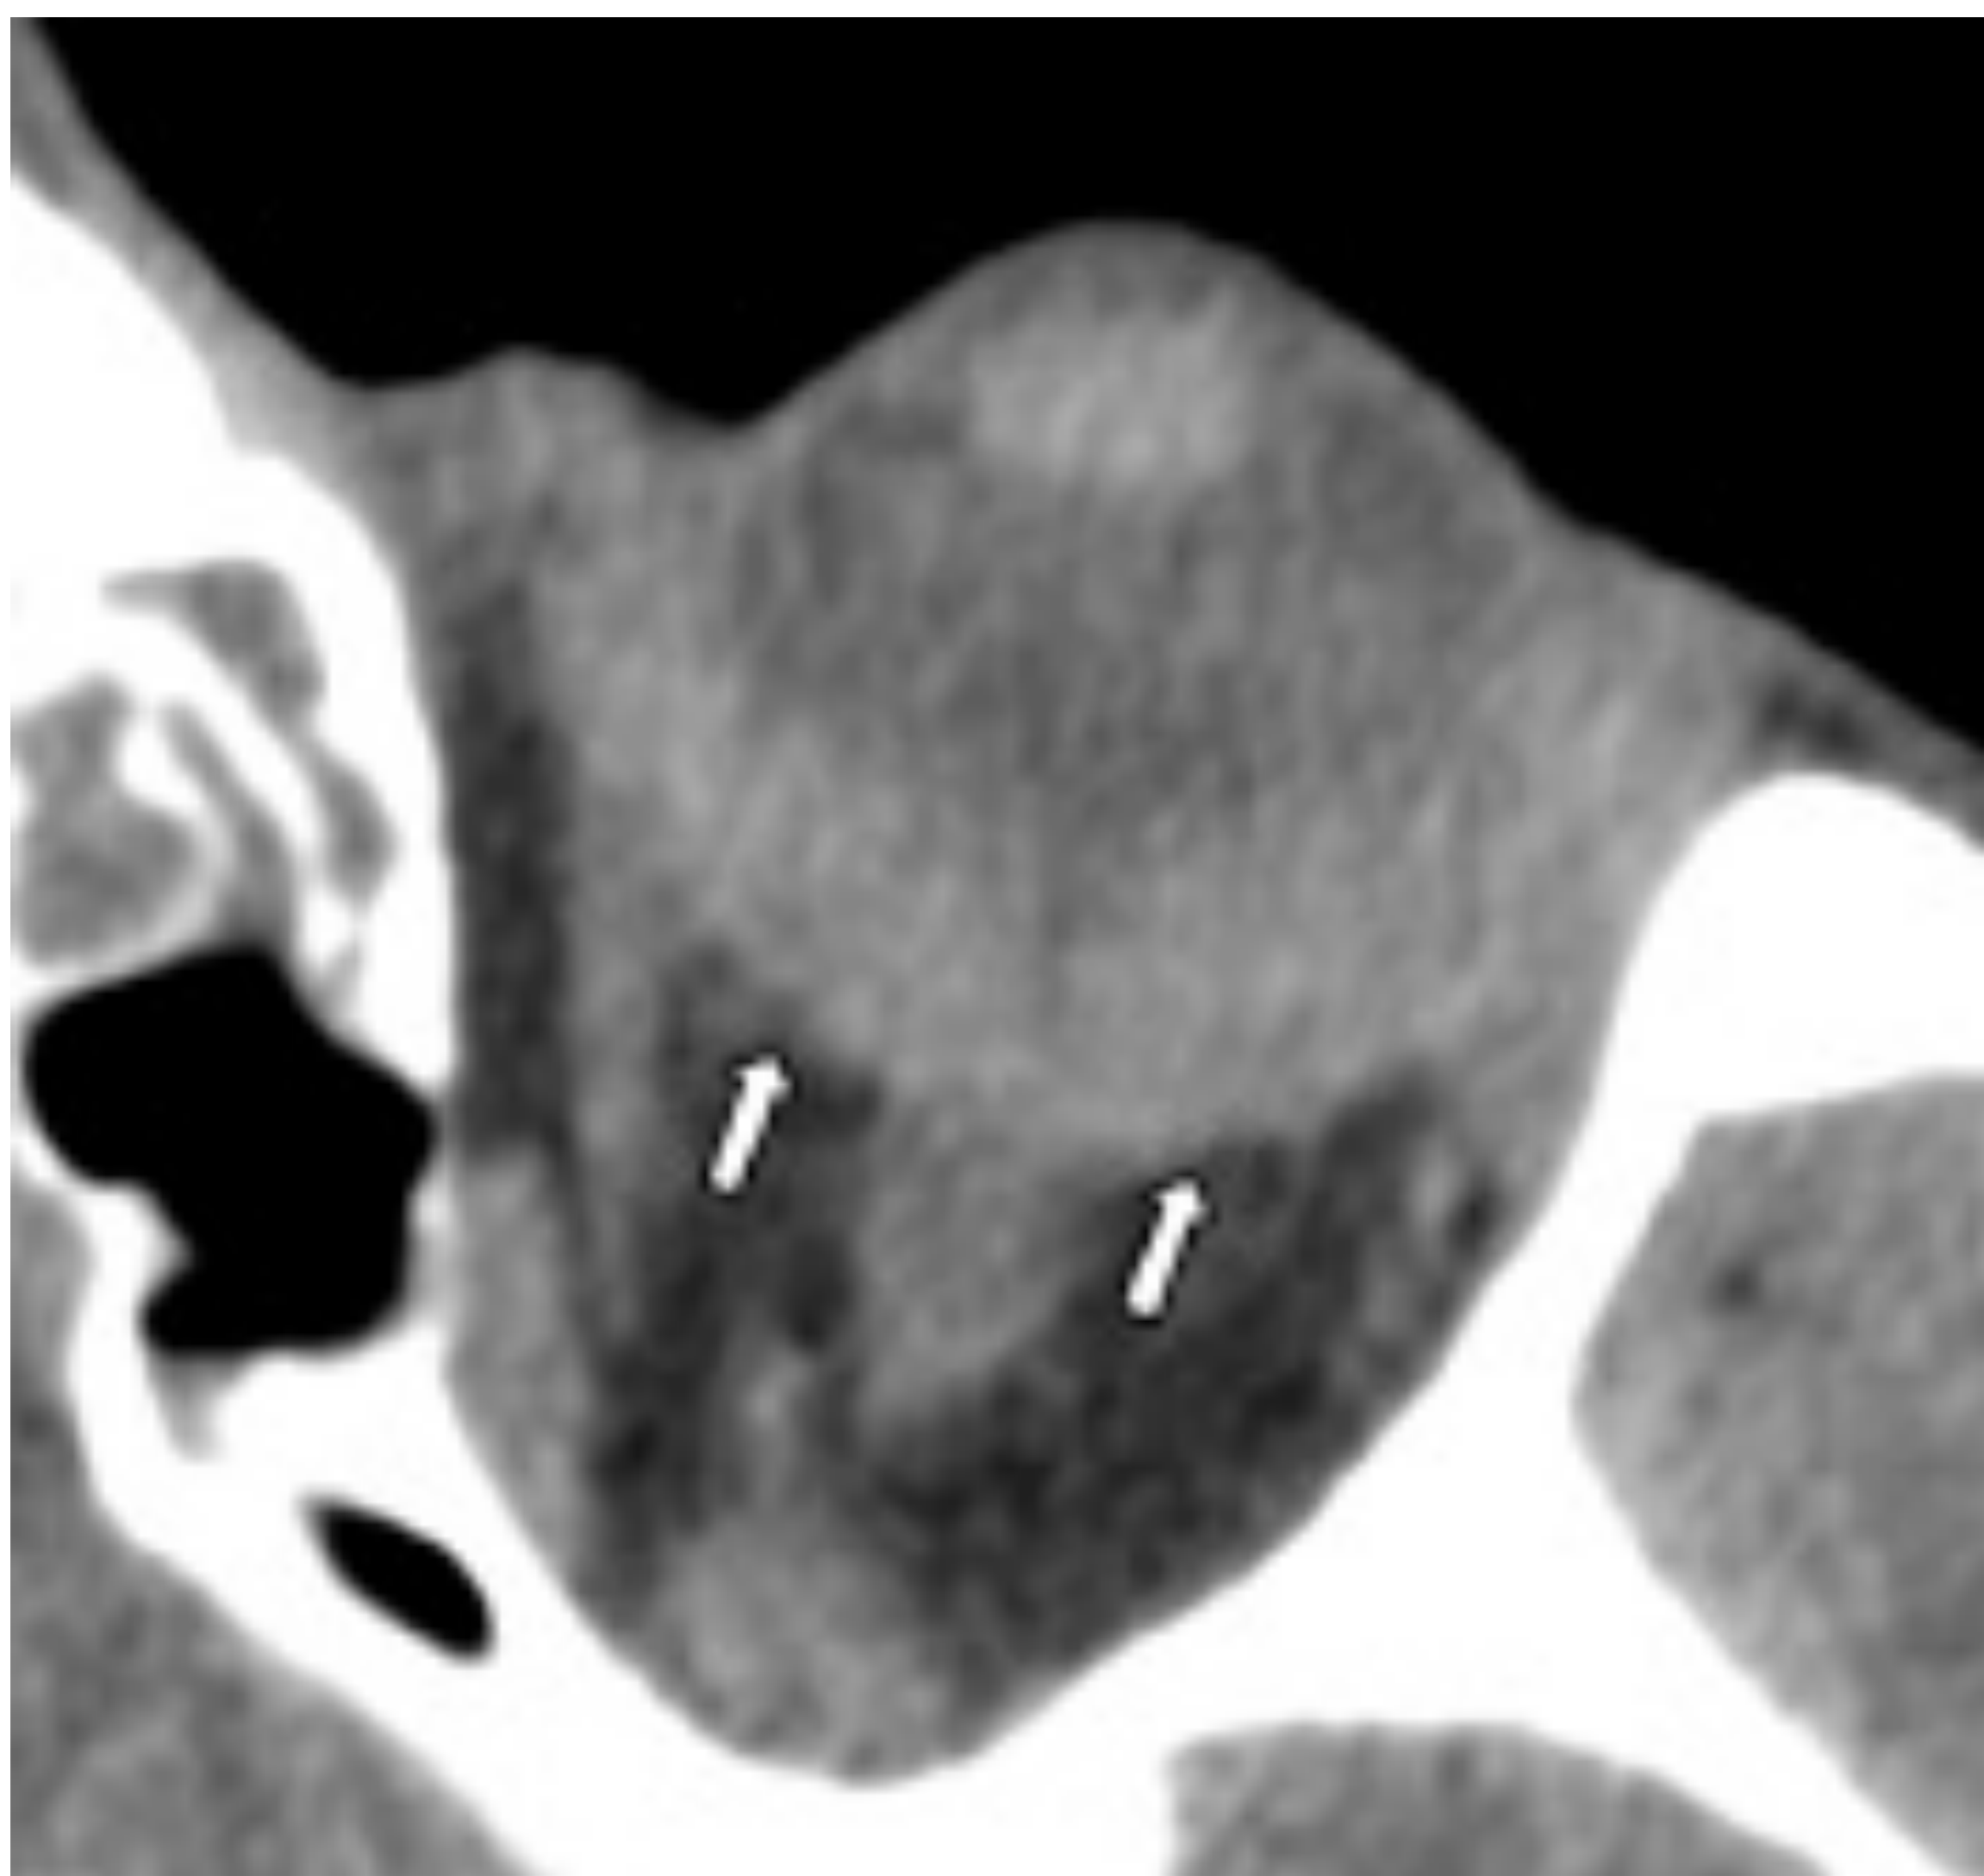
Desprendimiento hemorrágico de retina con morfología en V (flechas), vemos el vértice dirigido hacia el disco óptico. *Imagen sacada del artículo: Nguyen VD, Singh AK, Altmeyer WB, Tantiwongkosi B. Demystifying Orbital Emergencies: A Pictorial Review. Radiographics. 2017.*
